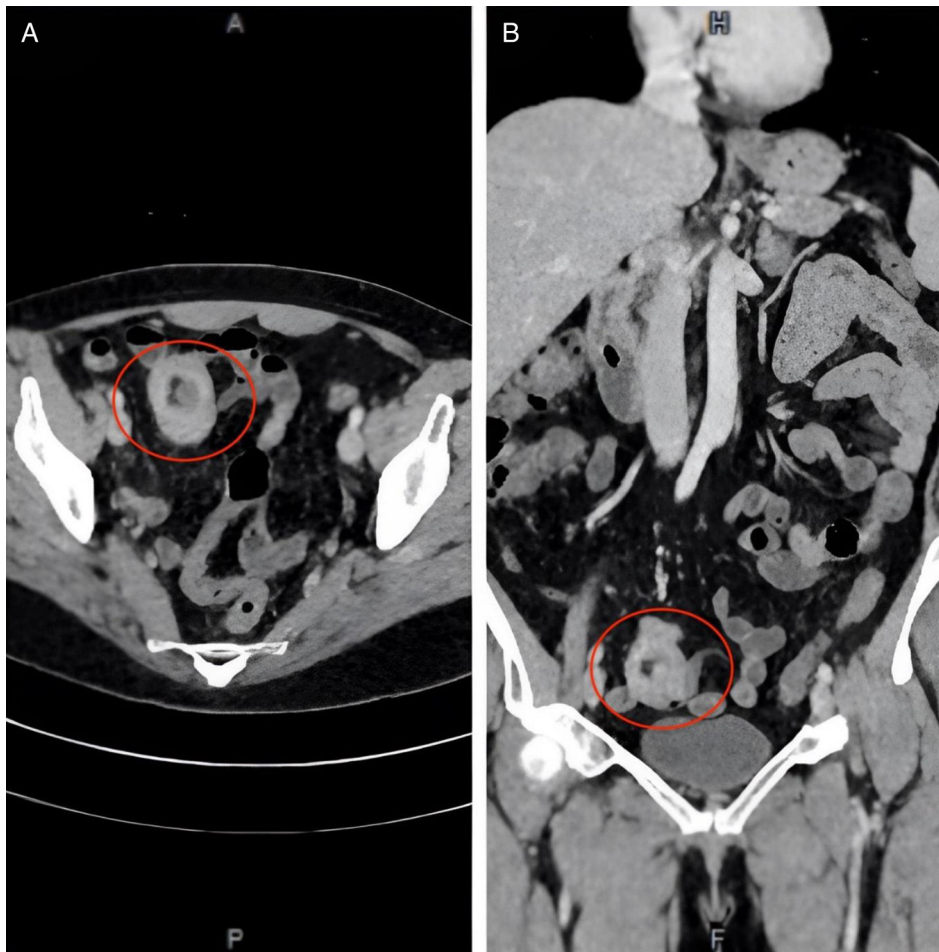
A). Tomografía de abdomen: Corte axial se observa oclusión intestinal con imagen de intususcepción a nivel de íleon terminal y un pólipo en su interior (círculo rojo), 1 B): Corte coronal se observa en corte coronal la zona de oclusión intestinal (círculo rojo).
